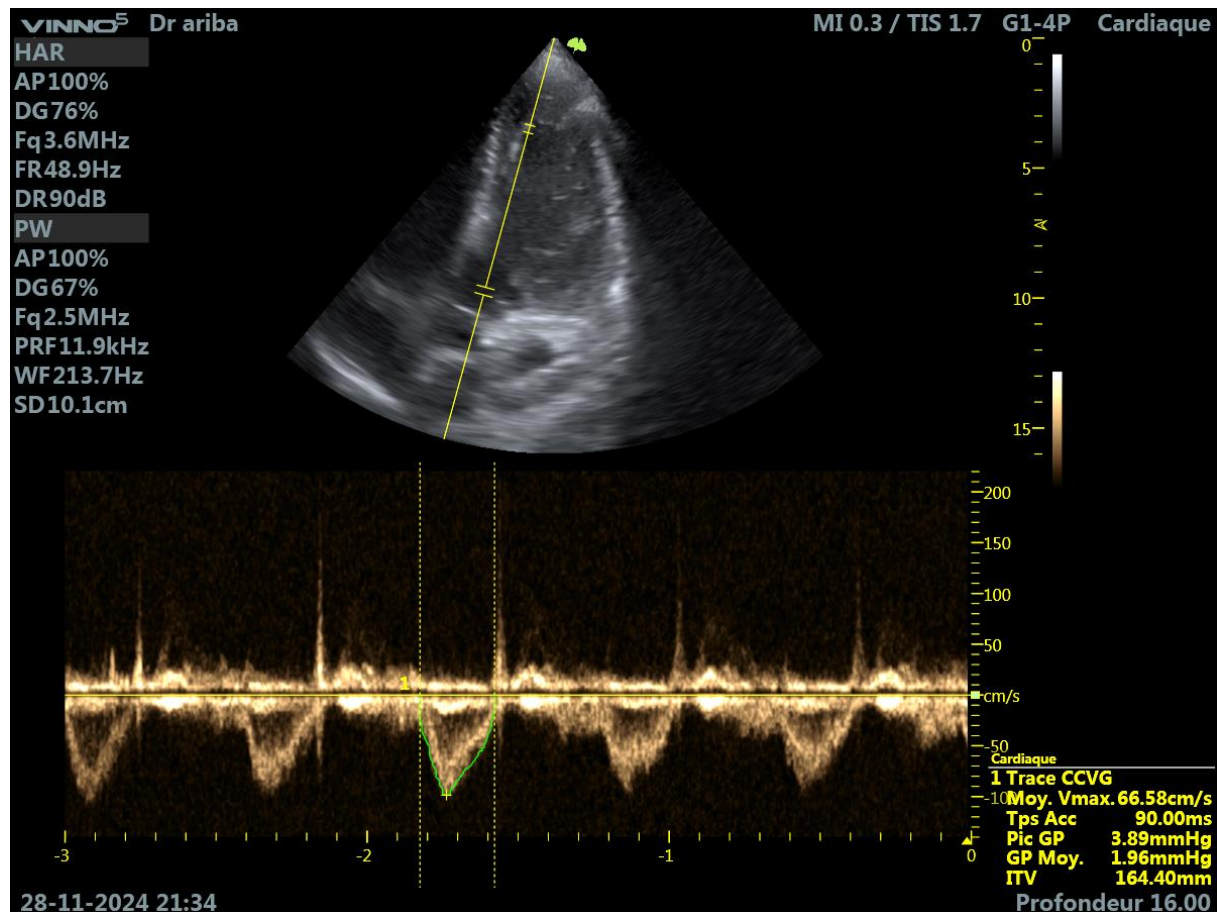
Mesure de l'ITV sous aortique par tracé manuel du flux aortique obtenu par doppler pulsé au niveau de la chambre de chasse du ventricule gauche.
